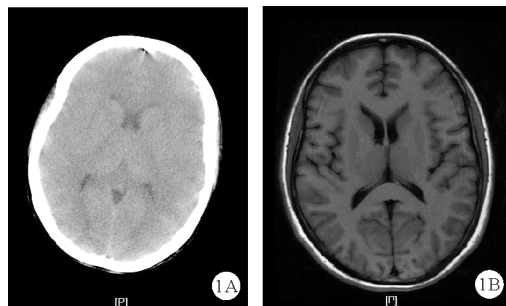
患者头颅影像学检查结果(A:2020年9月17日头颅CT检查结果;B:2020年9月19日头颅MRI检查结果)
